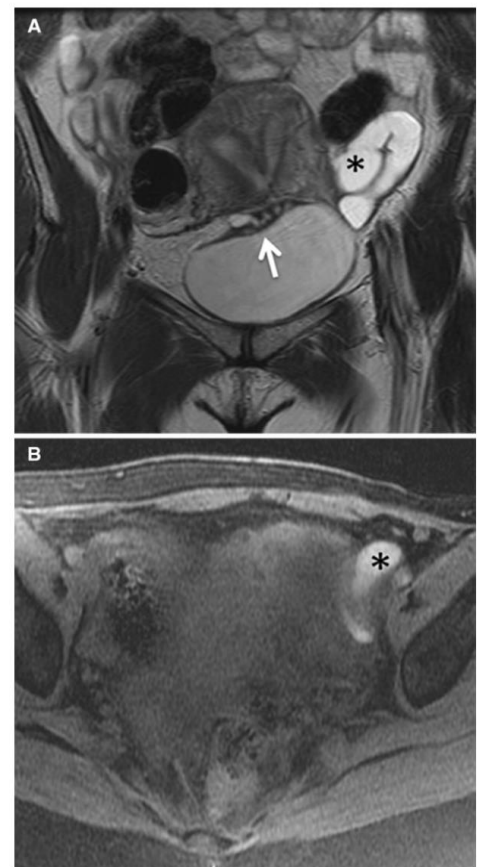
Útero septado con endometriosis que abarca la pared superior de vejiga (flecha) en RM T2 y hematosalpinx de trompa de Falopio izquierda (*) en RM T1
